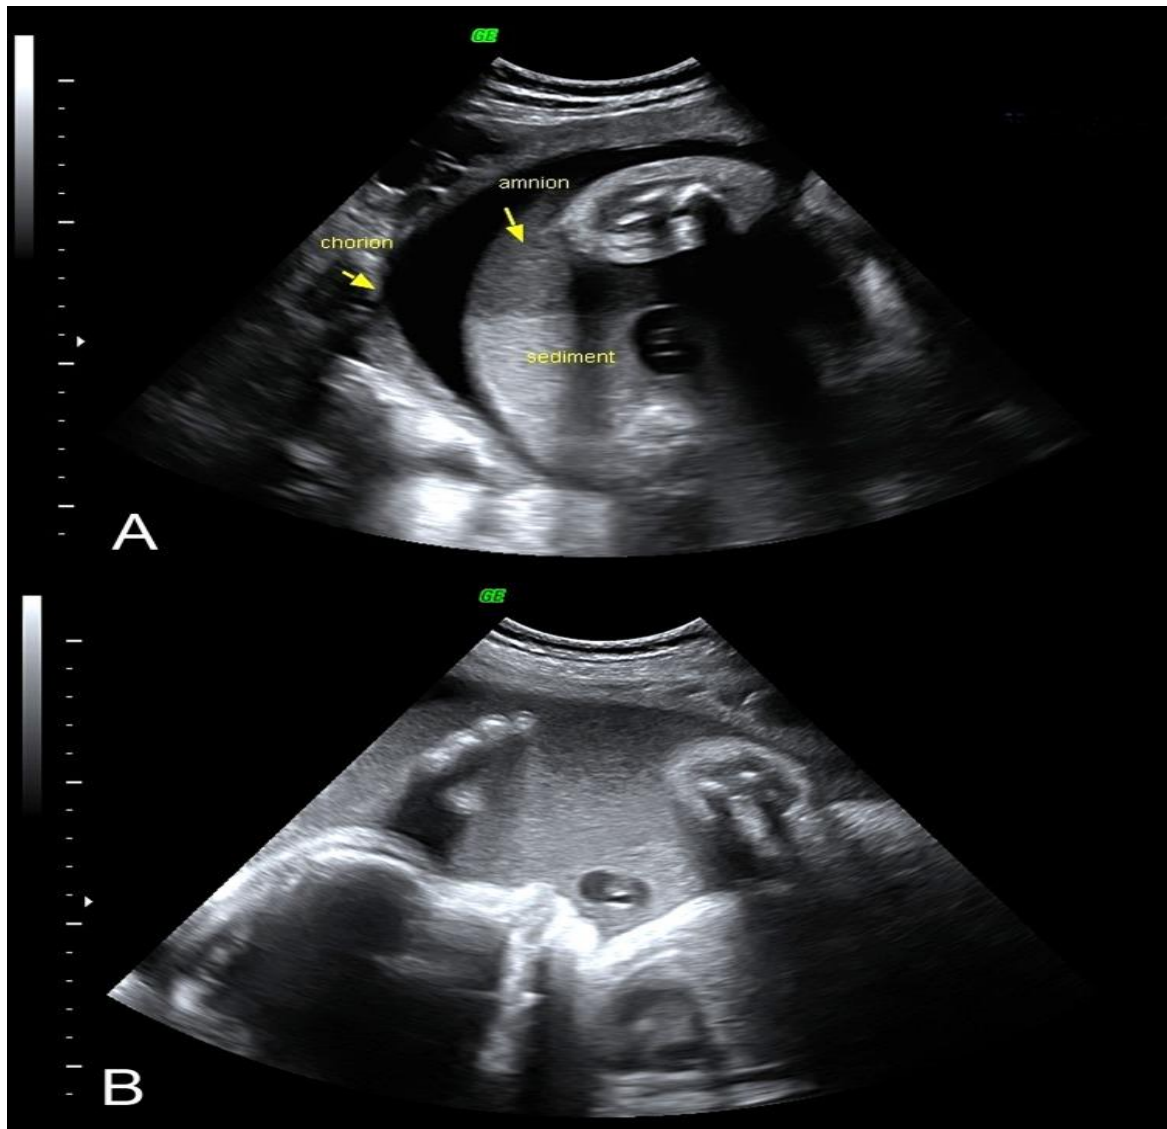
Aspect échographique prénatal d'IPS entre 28 semaines et 31 semaines.
